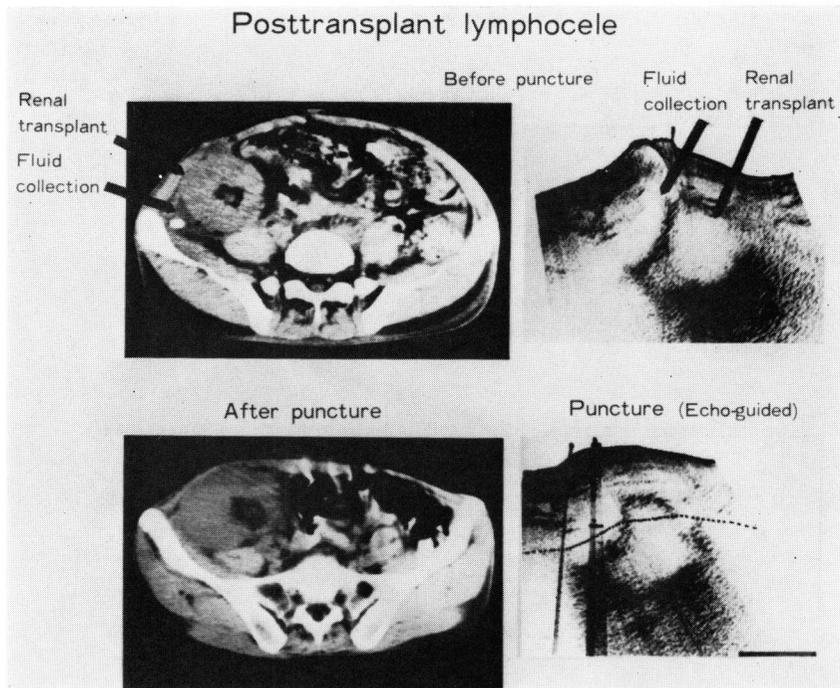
Perirenal lymphocele following cadaveric renal transplantation. Detection and management (percutaneous puncture) are easily done using ultrasonography.
